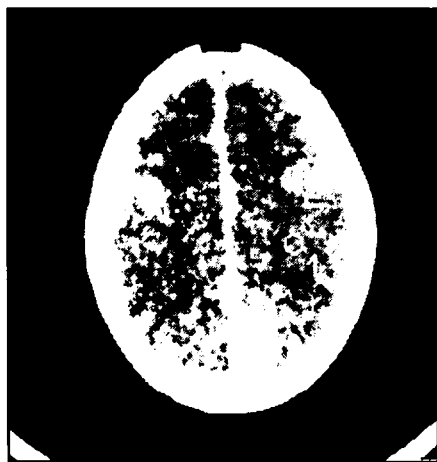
CT de crânio mostrando hemorragia em região do seio longitudinal superior.
